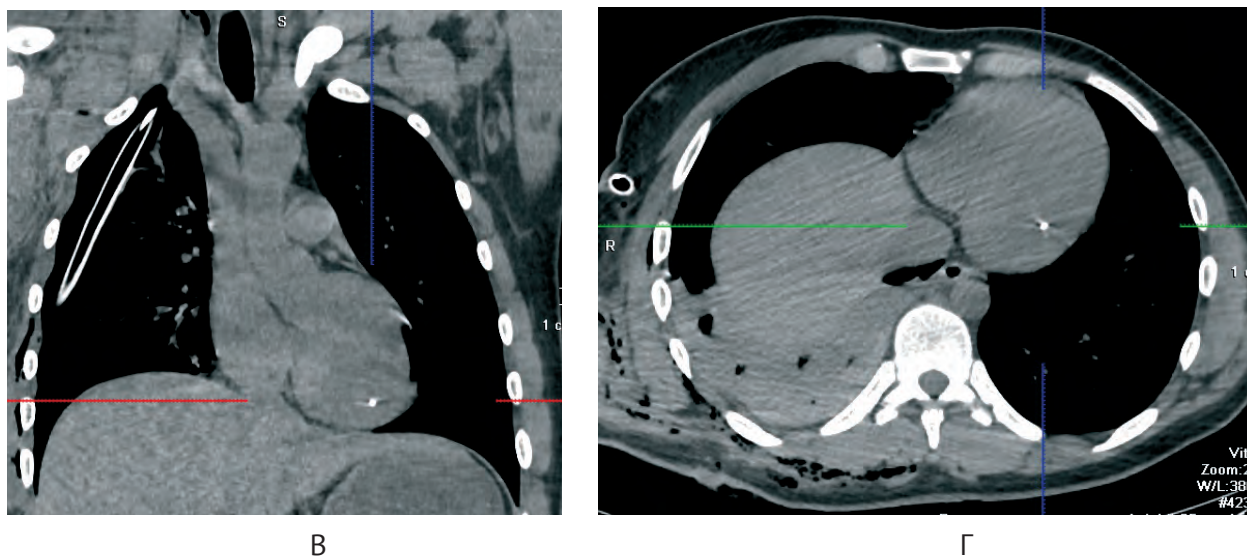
(продовження). СКТ-дані поранених у груди: В – коронарна проекція, стороннє тіло (металевий осколок) у лівому шлуночку серця; Г – аксіальна проекція, стороннє тіло (металевий осколок) у лівому шлуночку серця, пневмогемоторакс справа, підшкірна емфізема.
